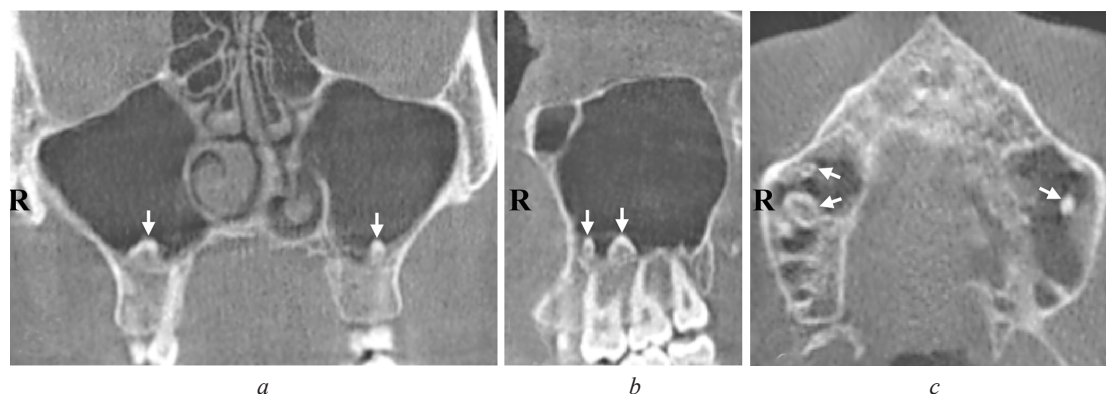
CBCT, coronal (a), sagittal (b), and axial (c) images showing multiple (three) supernumerary inverted paramolars (arrows) erupted into the maxillary sinus
